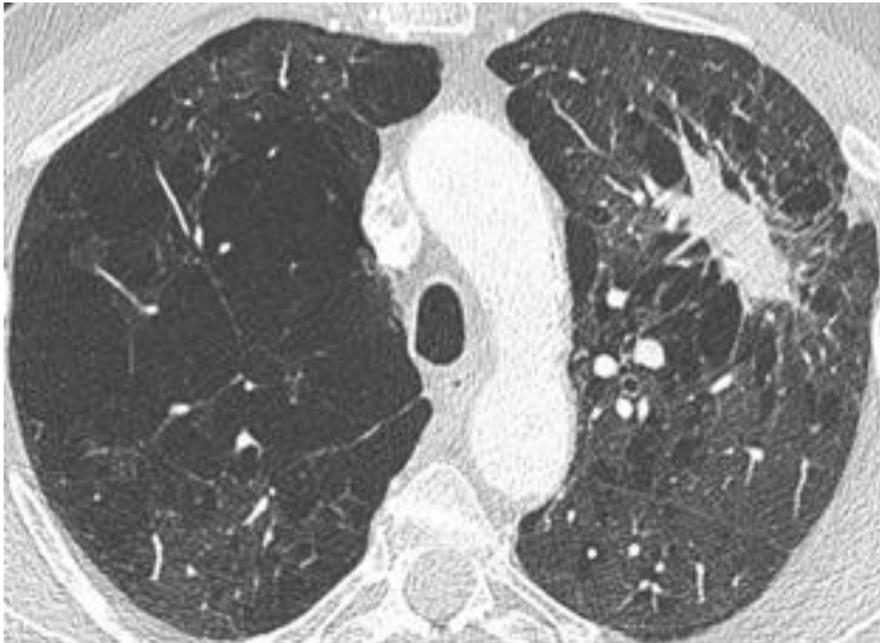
TC torácico con lesión sólida espiculada en LSI rodeada de enfisema que obliga a descartar etiología tumoral.
